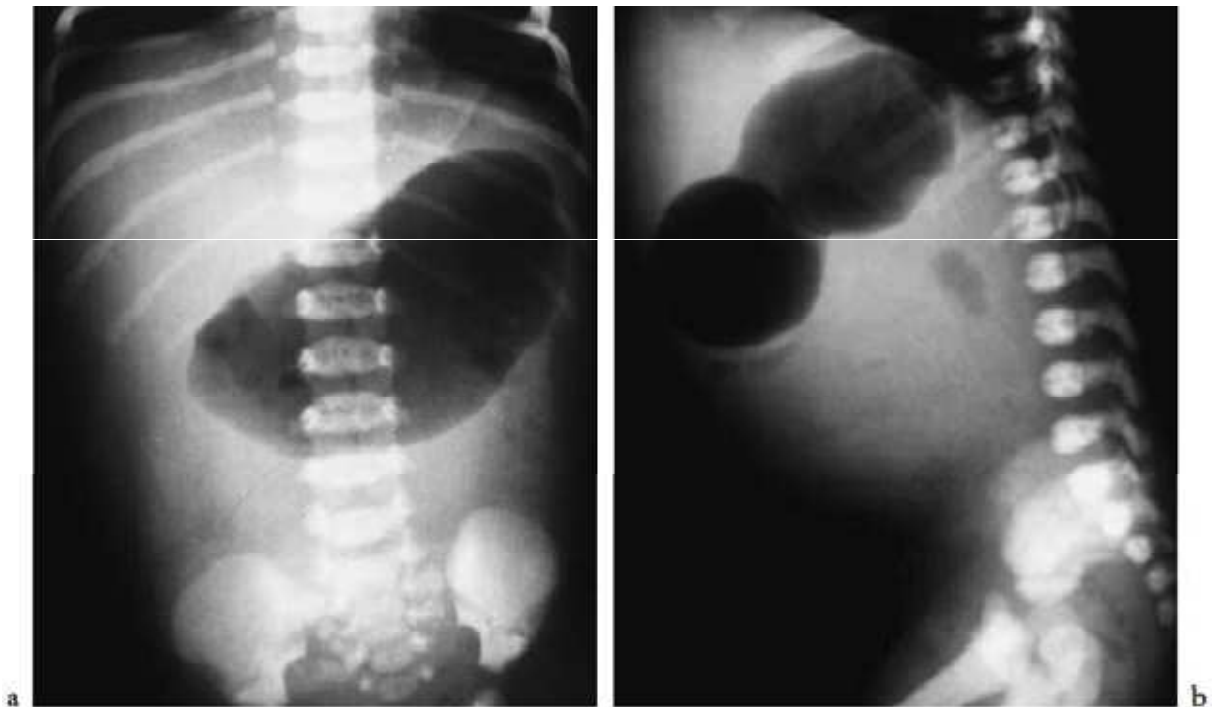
Radiographie sans préparation montrant : a) De face : une dilatation aérique de l'estomac. b) De profil : une image en double bulle avec pauvreté de l'aération sous jacente.
